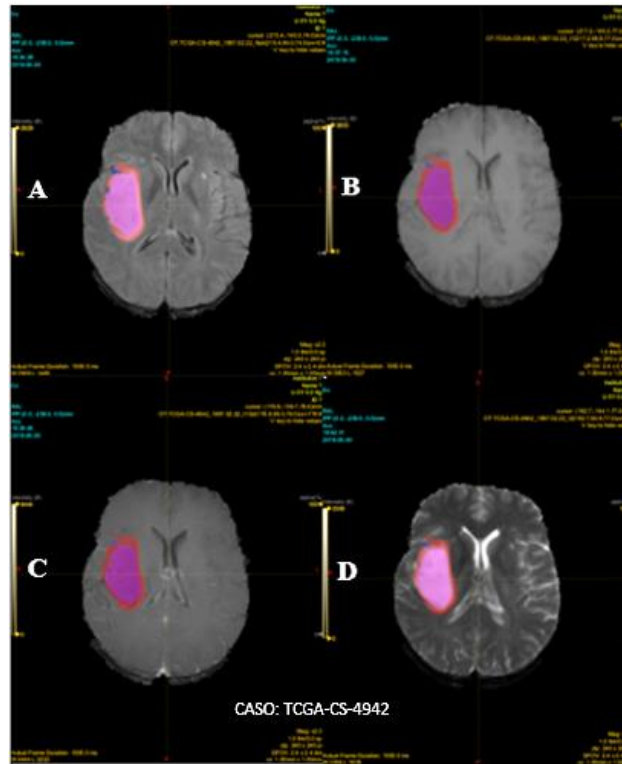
Exemplificação da marcação das ROIs nas ponderações FLAIR (A), T1 (B), T1 pós-contraste (C) e T2 (D) ⁽⁶³⁻⁶⁵⁾.
